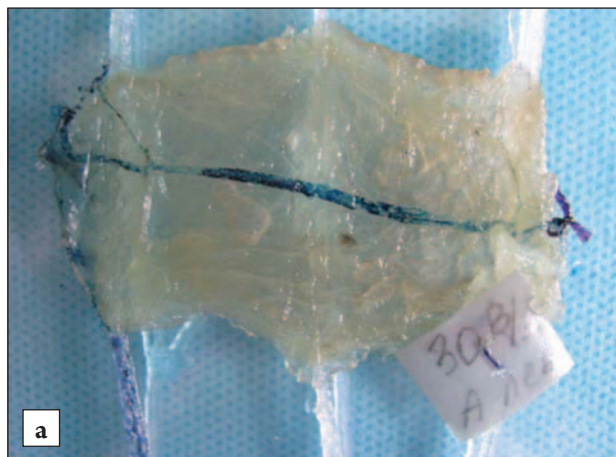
Просветленные препараты: а — венозная сеть при антеградной перфузии; б — венозная сеть при ретроградной перфузии
